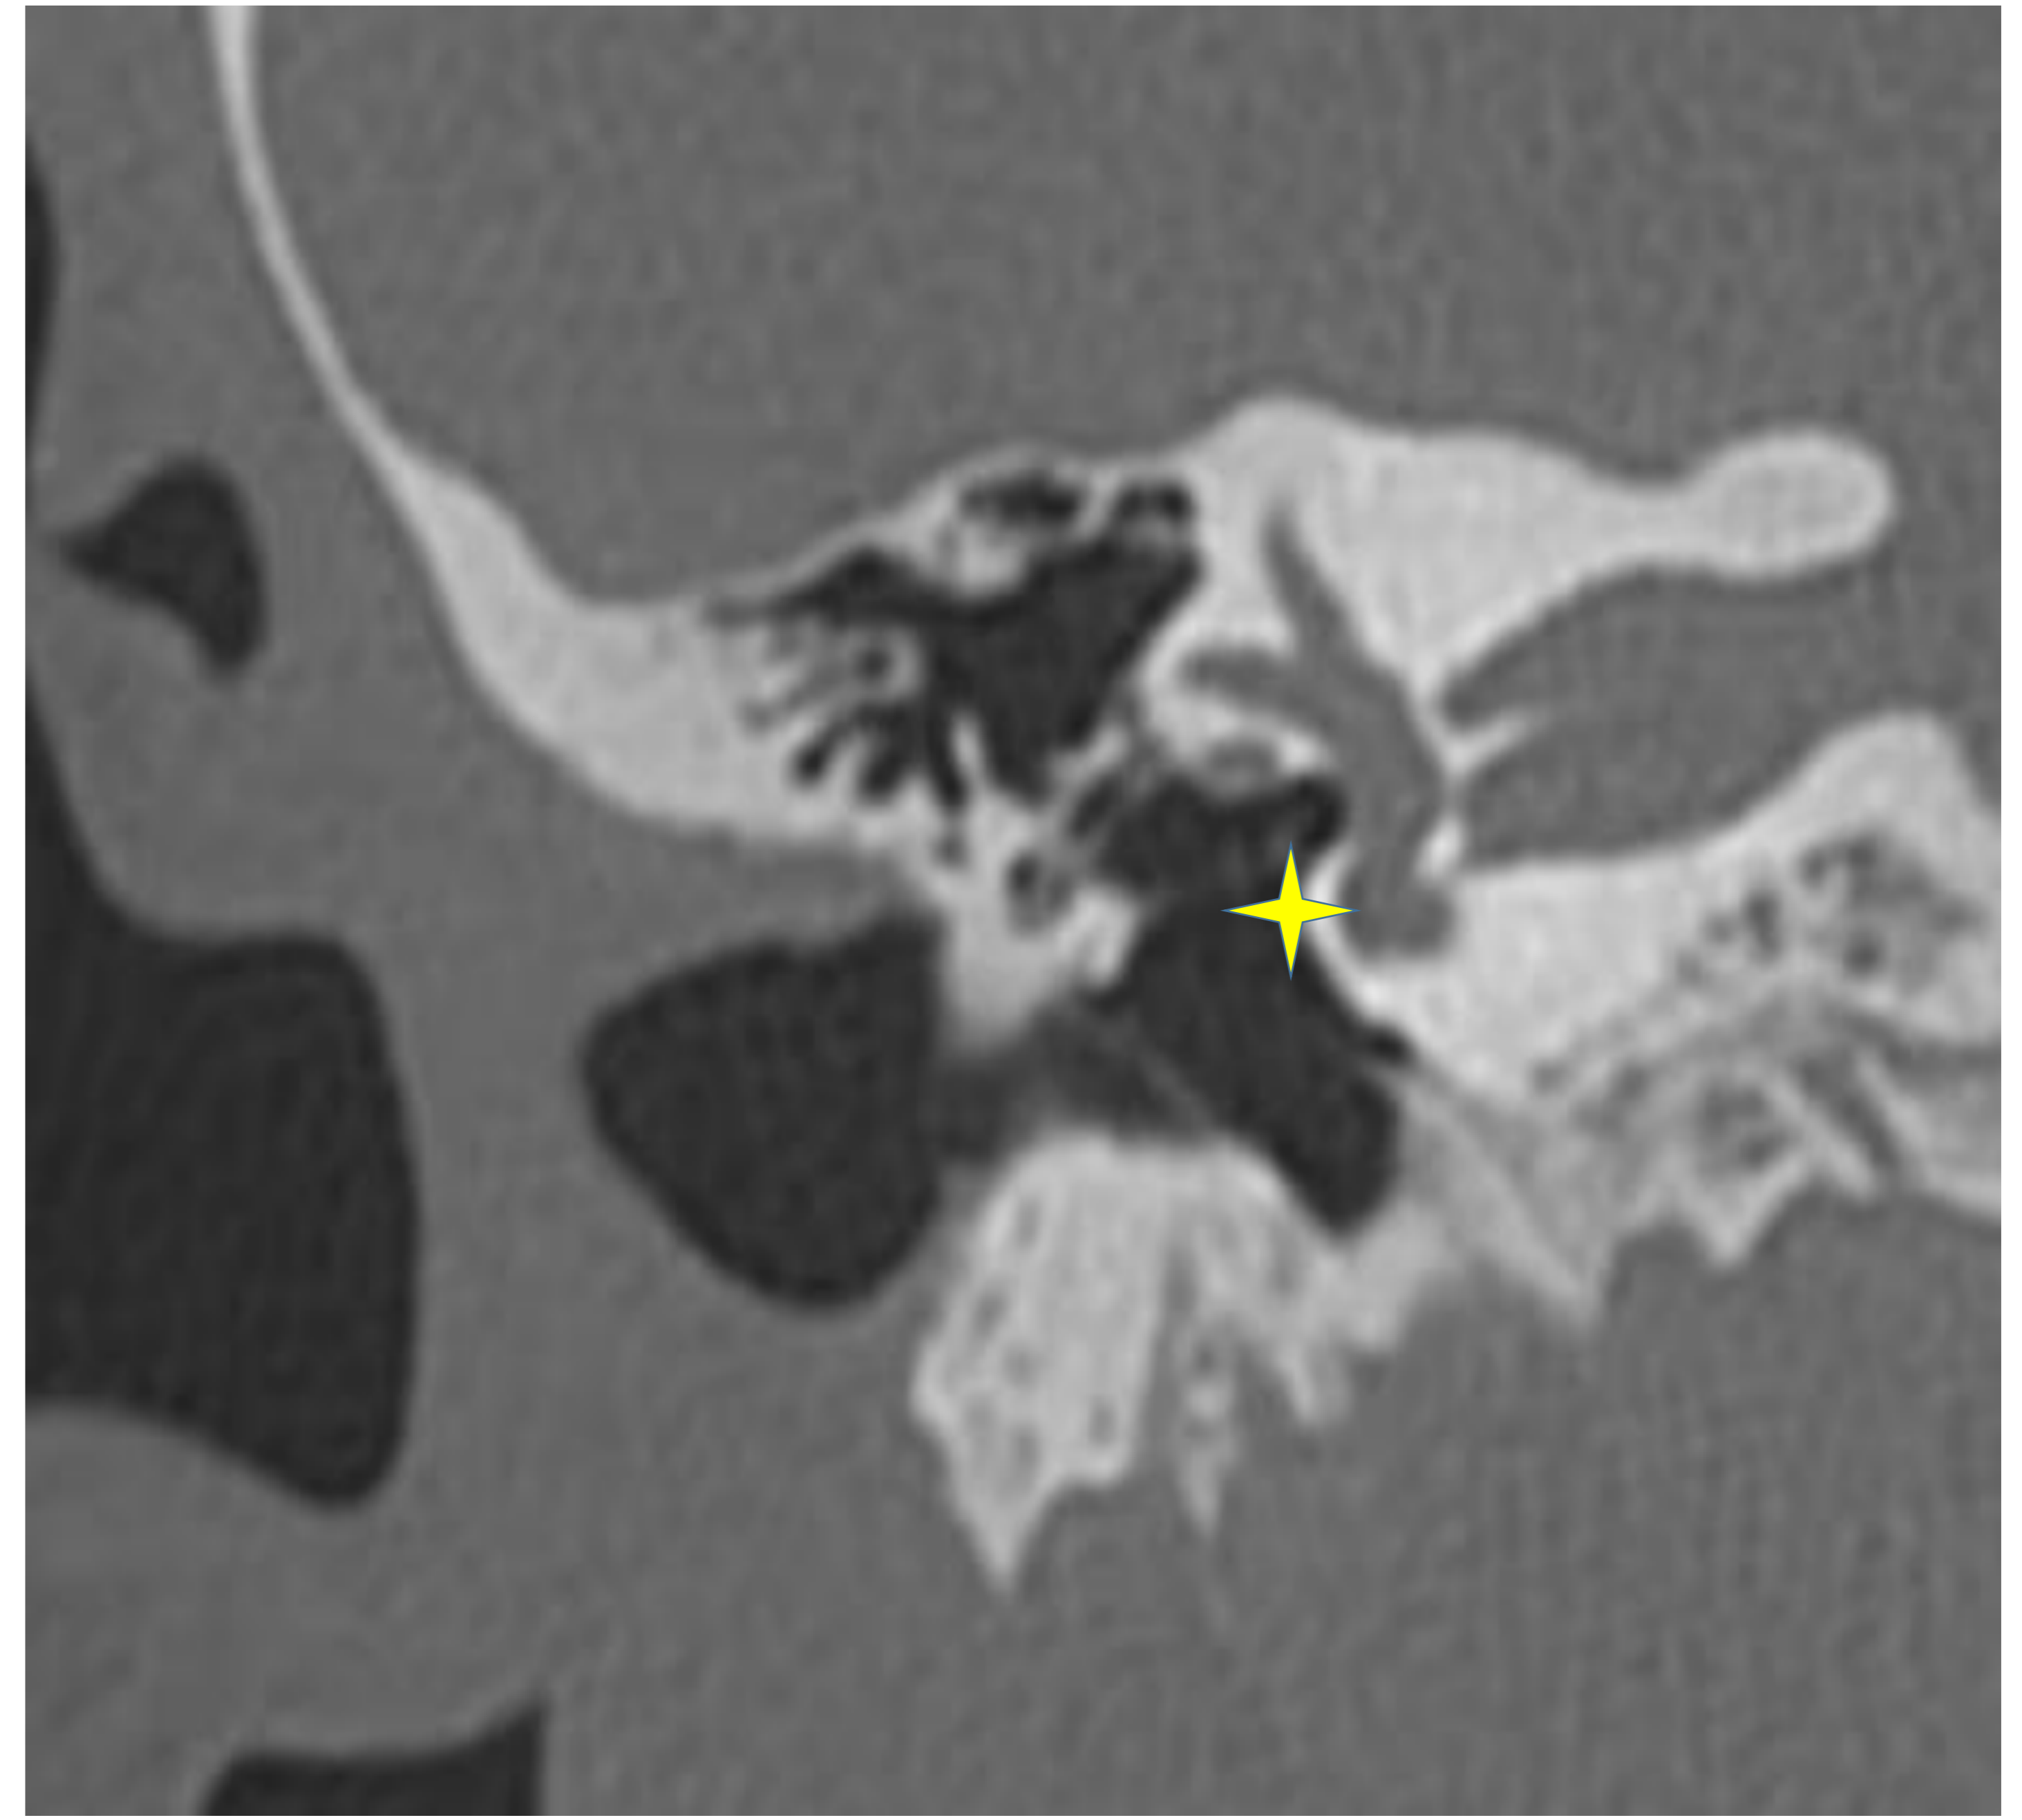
Reconstrucción coronal TC: ventana oval.
